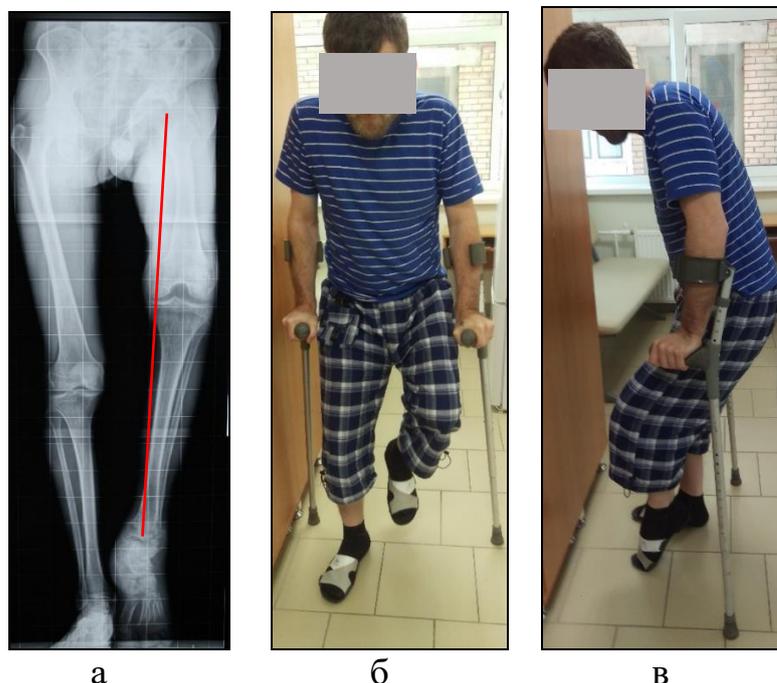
Примеры функционально невыгодного положения конечности в ТБС у пациентов с анкилозами неэтрогенной этиологии: телерентгенограмма нижних конечностей в прямой проекции (а), фотография пациента с анкилозом на фоне гетеротопической оссификации ТБС (б, в) (положение конечности в сгибании 65° и отведении 20°, конечность неопороспособна)
